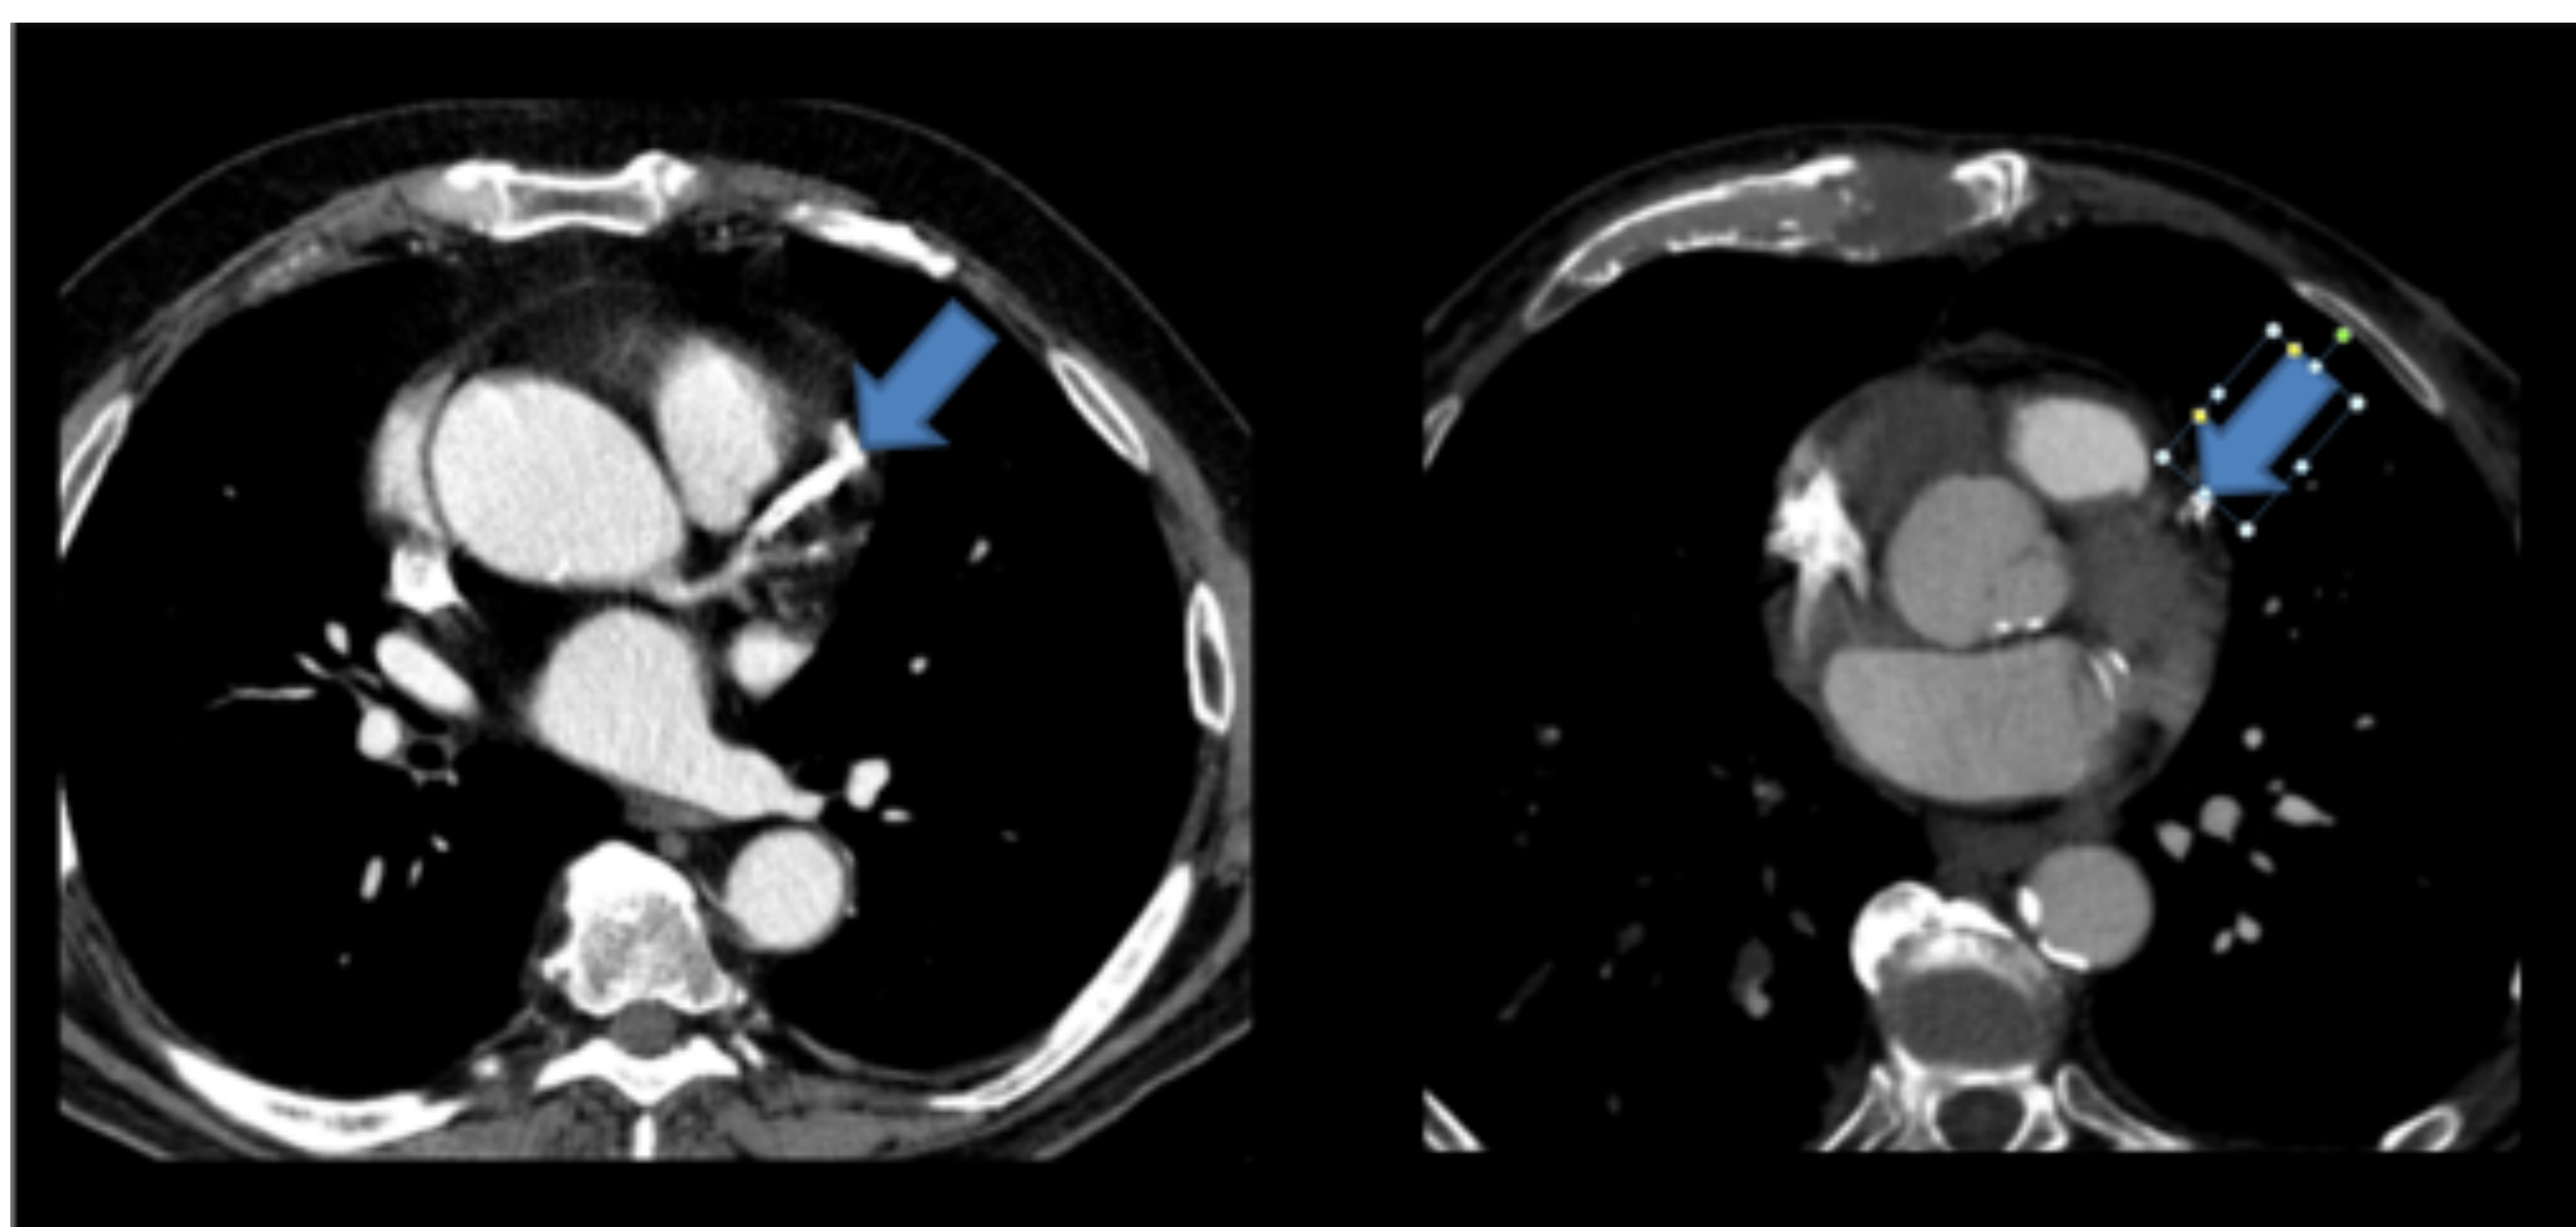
TC de tórax con CIV (axial) Calcificaciones coronarias.
